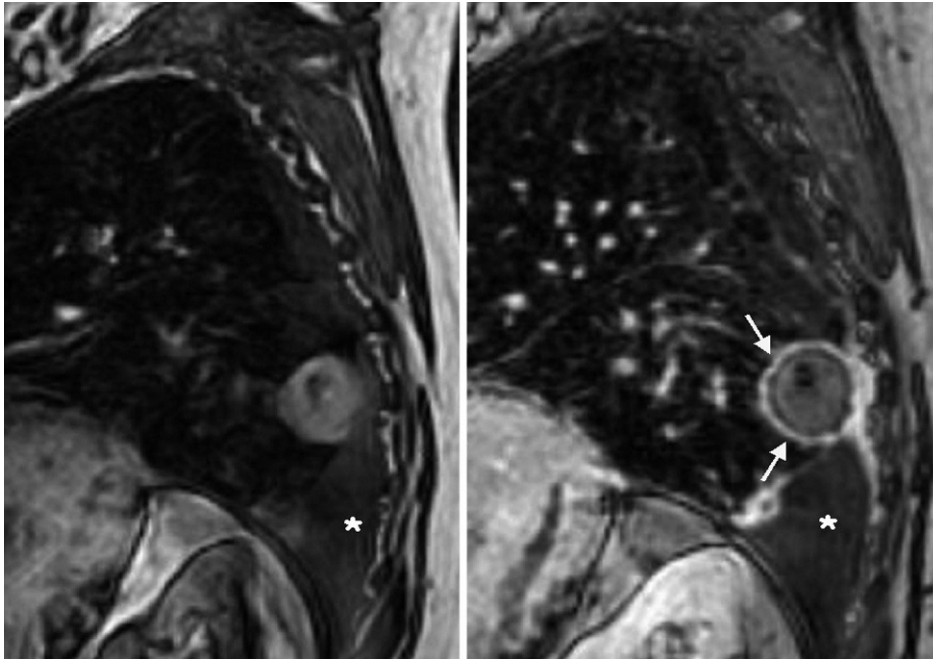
Resonancia magnética de un paciente en seguimiento por carcinoma pulmonar en estadio I, tratado hacía 9 meses con radiofrecuencia. Se observa un halo periférico en torno a la lesión, signo de progresión de la enfermedad.
